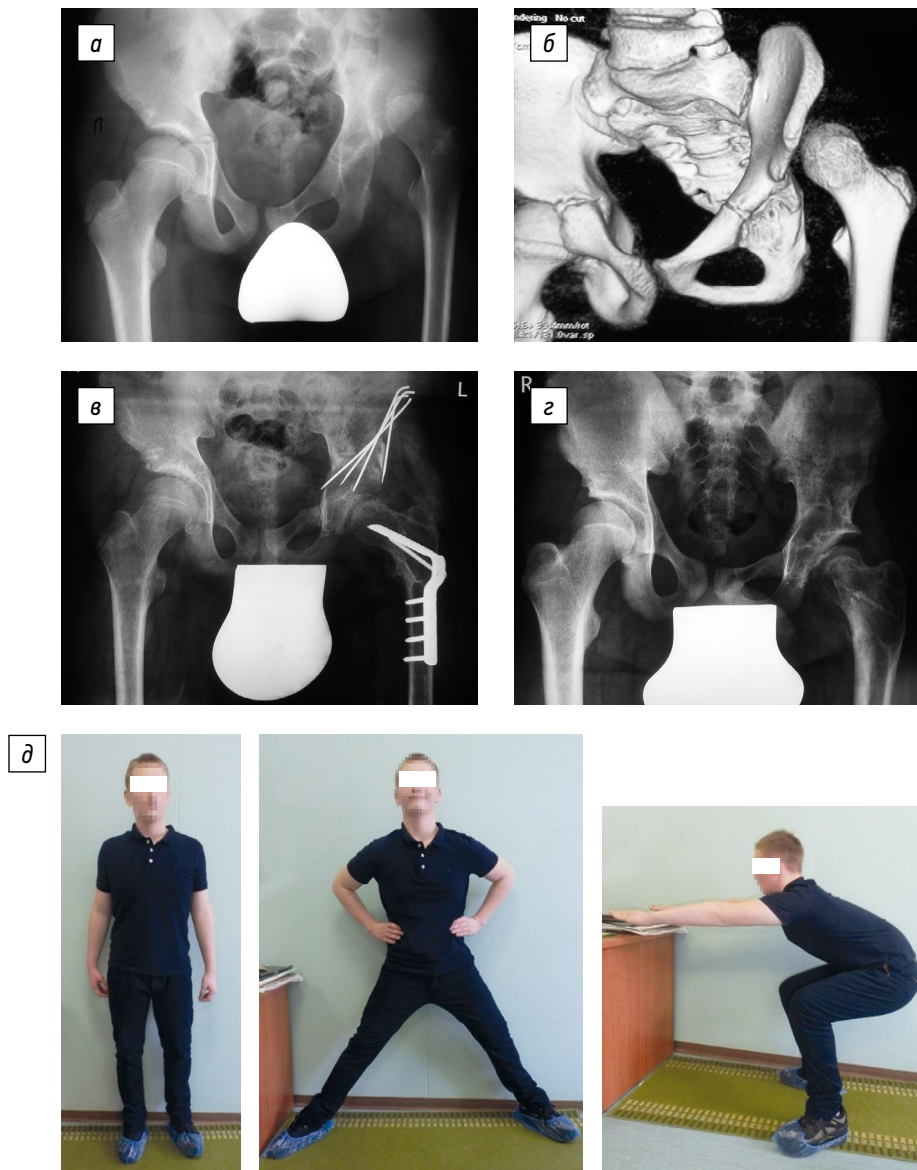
Пациент К. с высоким врожденным вывихом левого бедра. Группа III по классификации Kalamchi/MacEwen: *а, б* — рентгенограммы в возрасте 12 лет, подвздошный вывих левого бедра, прерывистость линии Шентона 6 см; *в* — рентгенограмма через 2 мес. после оперативного лечения; *г* — рентгенограмма через 3 года после лечения (возраст 15 лет), асептический некроз головки бедренной кости с сохранением ее сферичности, короткая шейка бедренной кости, группа III по классификации Kalamchi/MacEwen, группа III по классификации Severin; *д* — функциональный результат лечения (возраст 15 лет), группа «удовлетворительно» по критериям McKay's
